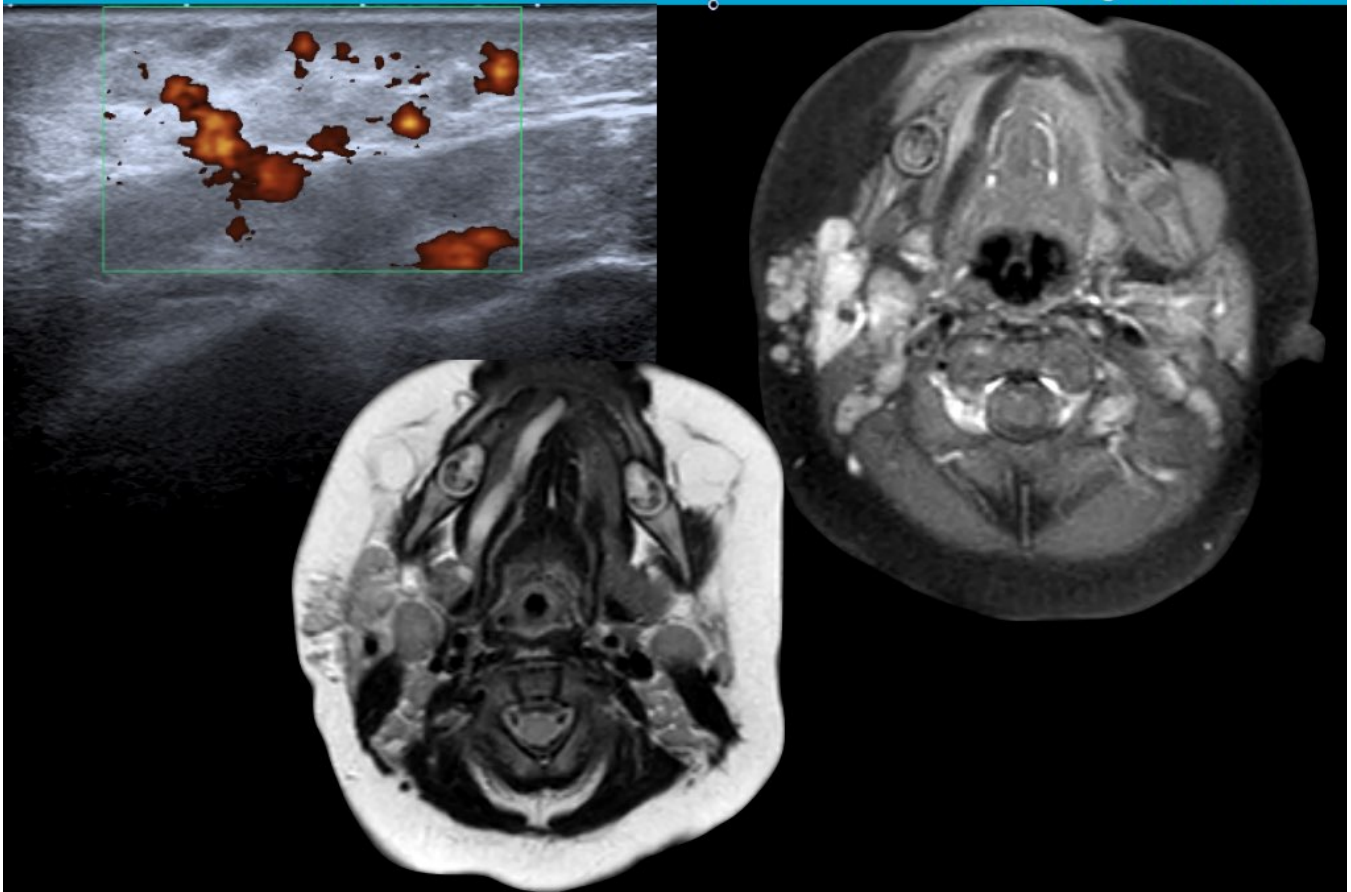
Ecografía doppler y RM. Hemangioma parotídeo derecho en paciente pediátrico.
